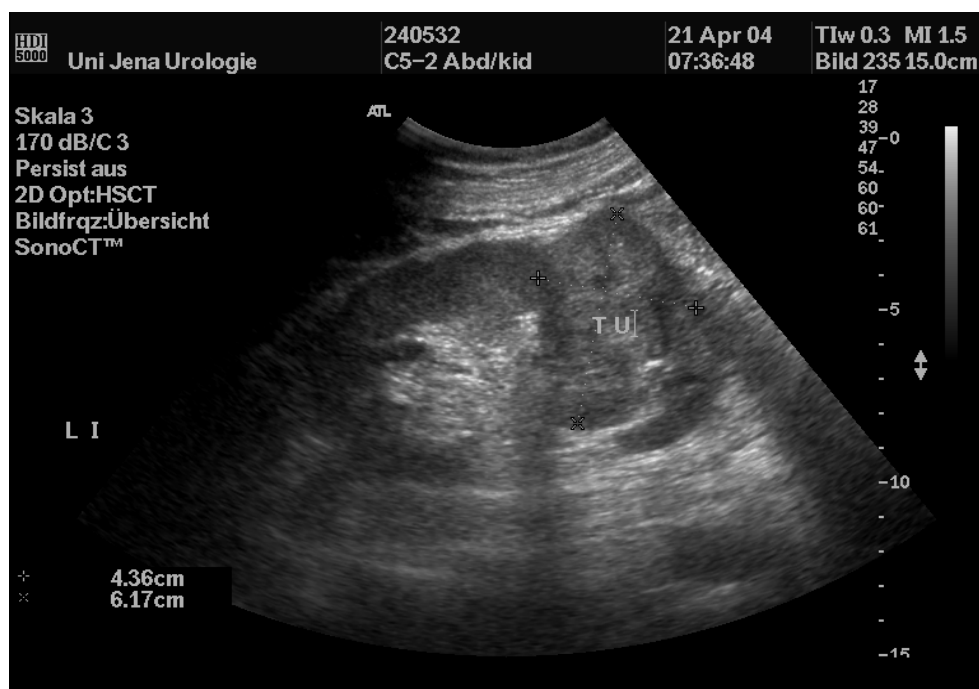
5) Sonographiebild eines Nierentumors am unteren Pol einer linken Niere
